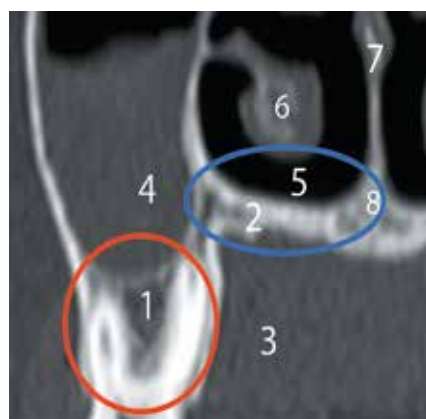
Отростки верхней челюсти. 1 – альвеолярный отросток, 2 – небный отросток, 3 – полость рта, 4 – верхнечелюстная пазуха, 5 – нижний носовой ход, 6 – нижняя носовая раковина, 7 – перегородка носа, 8 – срединный шов неба. КТ – фронтальная проекция
